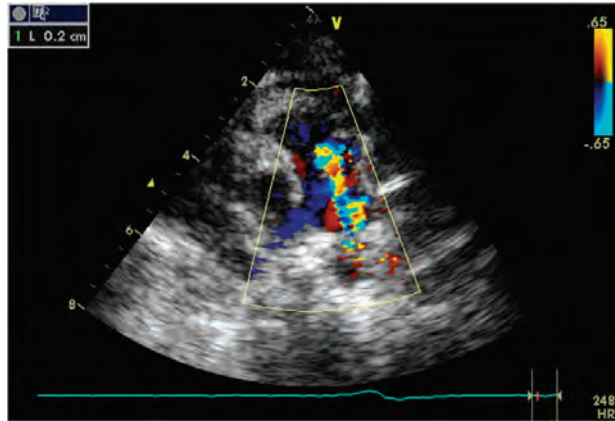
Muestra por Doppler color un flujo desde la Aorta Descendente al tronco de la Arteria Pulmonar por la presencia de un Ductus Arterioso Permeable.
